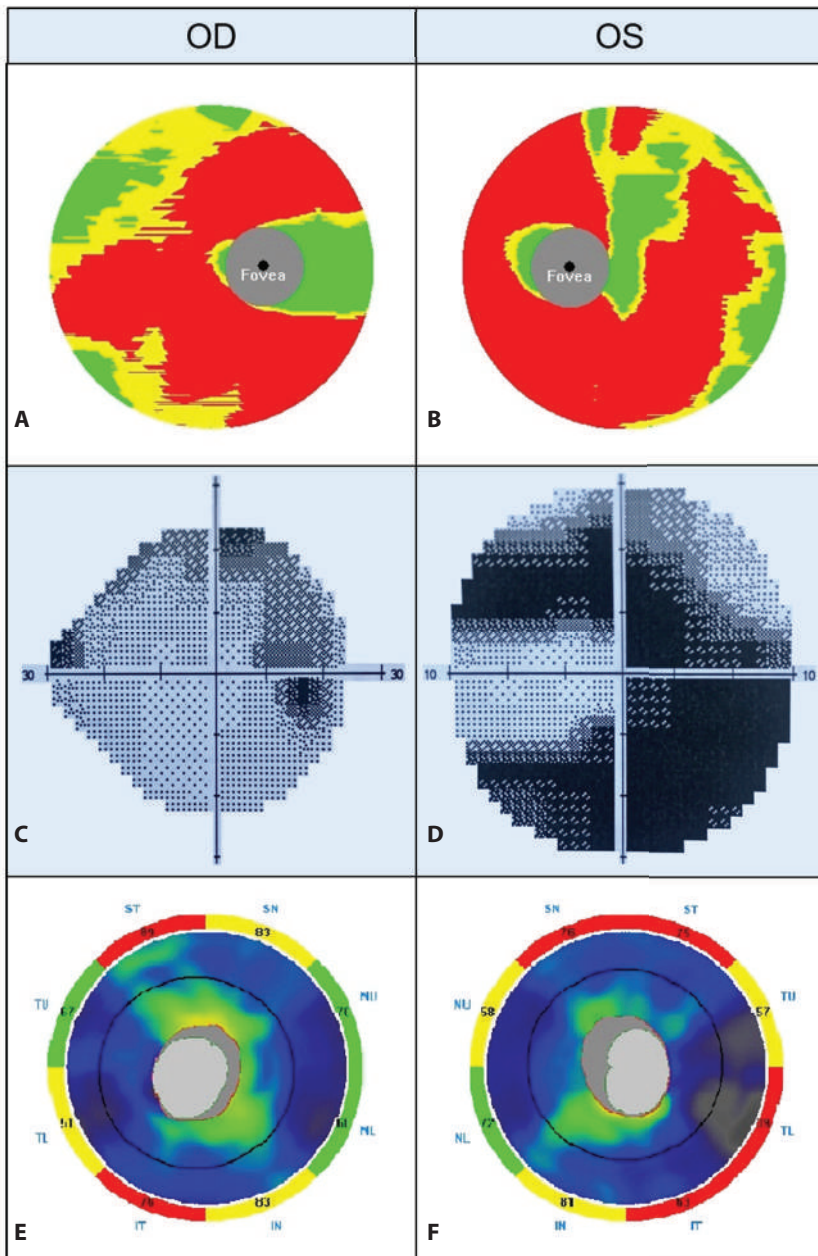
Морфофункциональные нарушения, выявленные при сотовой дистрофии: А, В – состояние комплекса ганглиозных клеток сетчатки по результатам оптической когерентной томографии; С, D – поле зрения по результатам компьютерной периметрии; Е, F – состояние слоя нервных волокон сетчатки по результатам оптической когерентной томографии (правого и левого глаза соответственно)
